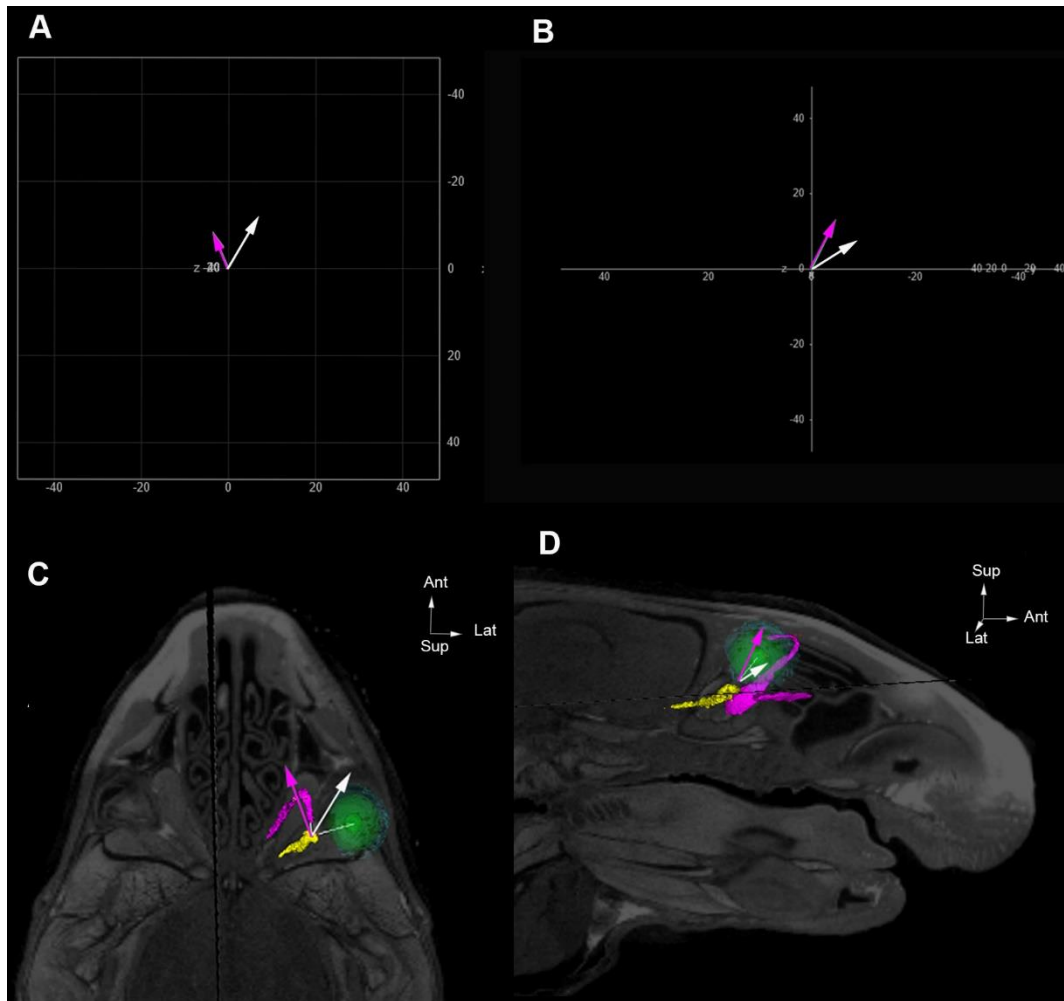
Vecteur d'orientation du regard (flèche blanche) et du muscle oblique supérieur (flèche fuchsia) déduite des data de l'étude de (Daunicht and Pellionisz 1987) en vue supérieure (A) et en vue latérale (B). Comparaison de ces vecteurs avec l'orientation visualisée sur notre étude IRM en vue supérieure (C) et vue latérale (D).
